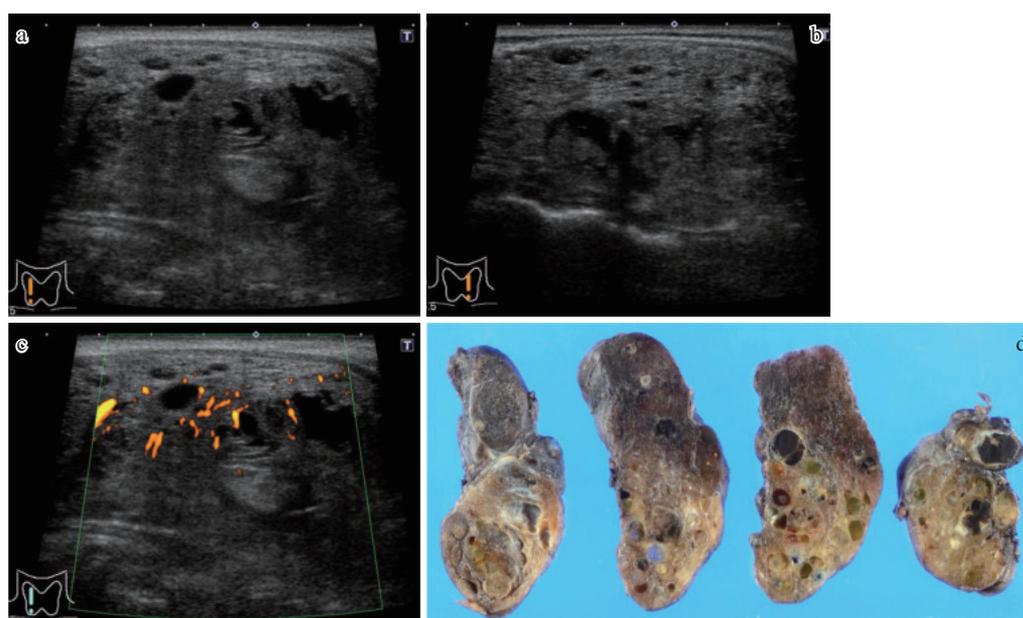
症例2. ペンドレッド症候群の甲状腺超音波像
